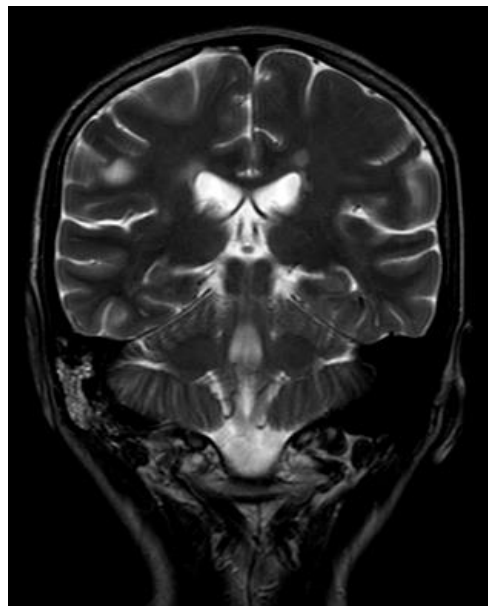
Методика сканирования головного мозга при МРТ в коронарной плоскости
